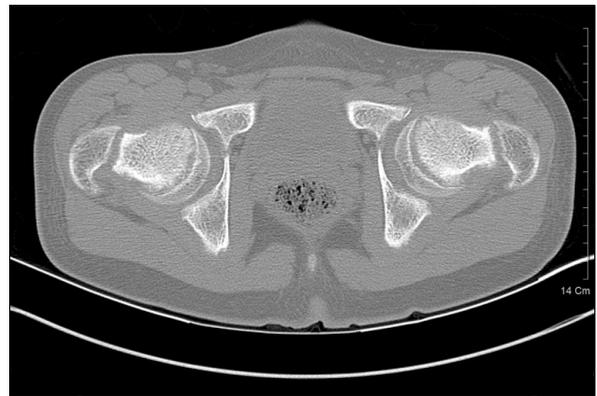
The axial image of pelvic bone computerized tomograph showing widening of both femoral epiphyseal plate and mild posterior migration of both femoral epiphyses.
